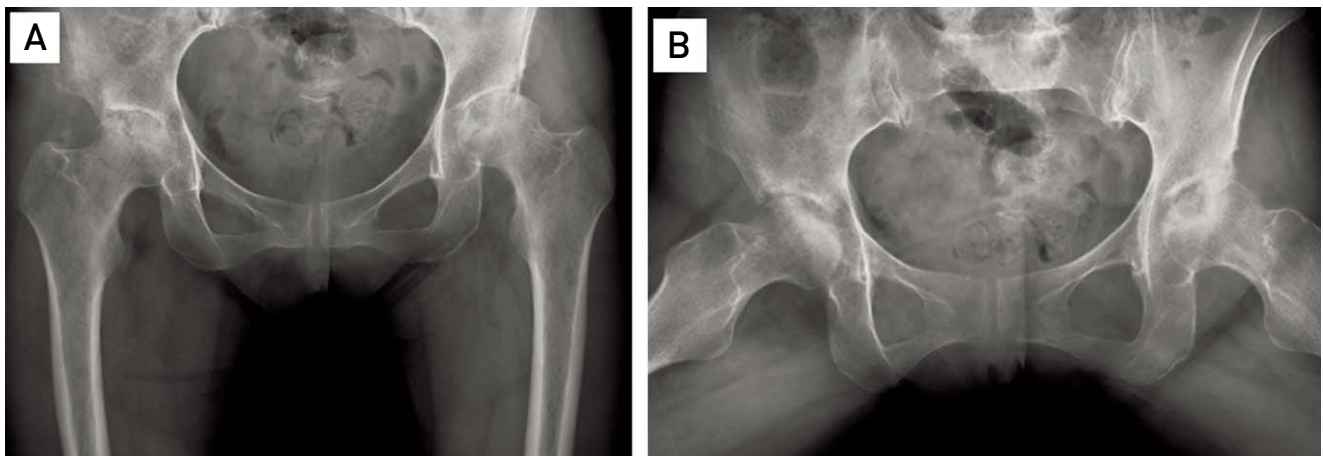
Preoperative radiographs of the hip joint showing sclerotic change of both femoral head, subchondral bone cysts & fracture, joint destructive change. (A) AP view, (B) Frogleg view.
